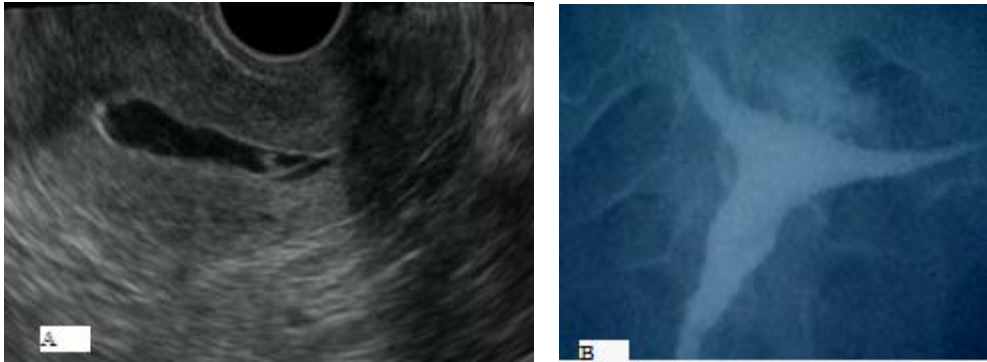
A) histerosonografía que muestra sinequia a nivel del cuello uterino B) Histerosalpingografía que muestra el defecto de llenado lineal al mismo nivel
